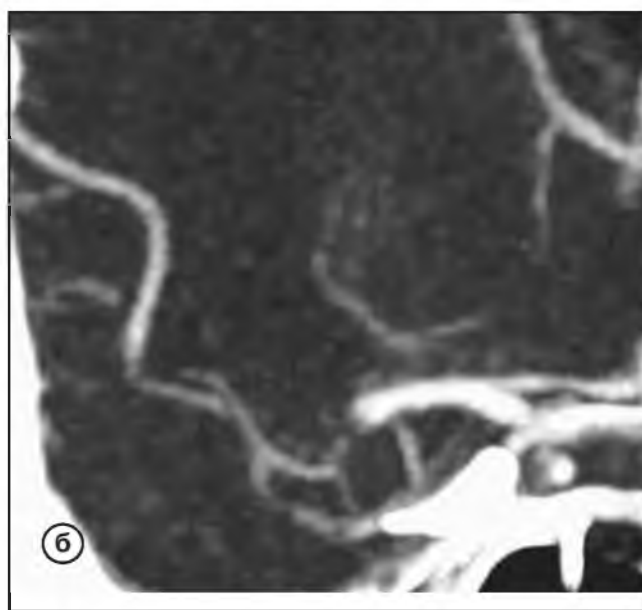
КТ-ангиография сосудов головного мозга, правое полушарие. Стрелкой указан дефект контрастирования второго сегмента левой средней мозговой артерии.
